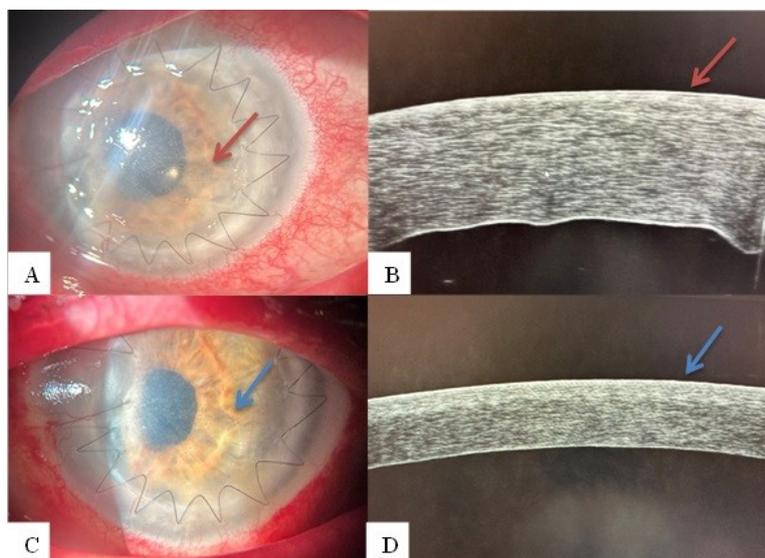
Биомикроскопическая картина и оптическая когерентная томография переднего отрезка до лечения (А, В) и на 7-е сутки озонотерапии (С, D)
